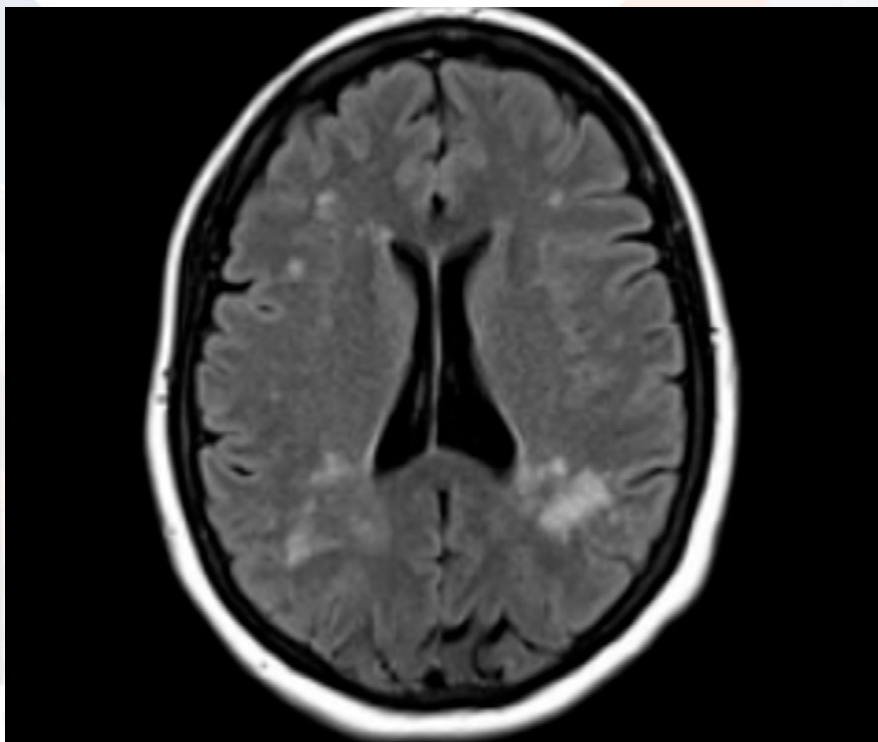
Resonancia magnética cerebral: leucoaraiosis y leve atrofia corticosubcortical
